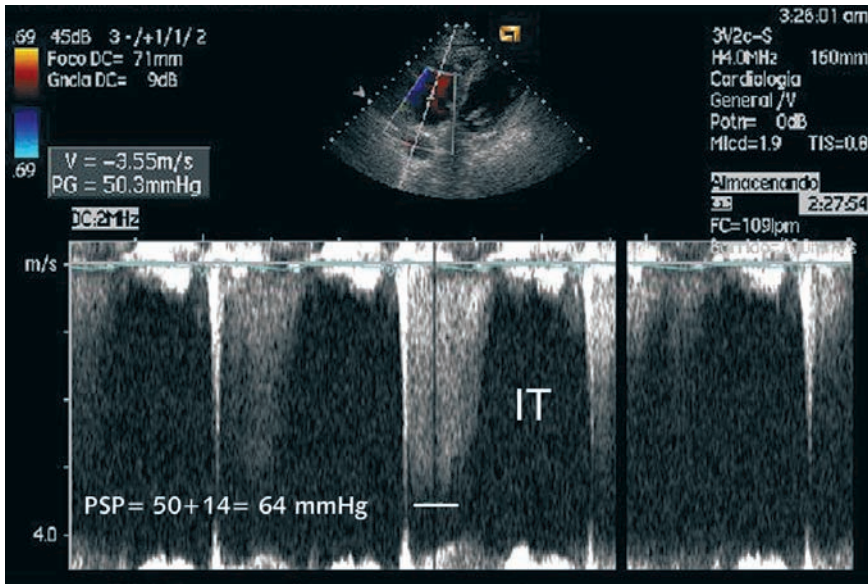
Cálculo de la presión sistólica pulmonar mediante Doppler continuo de la insuficiencia tricúspide (IT).
